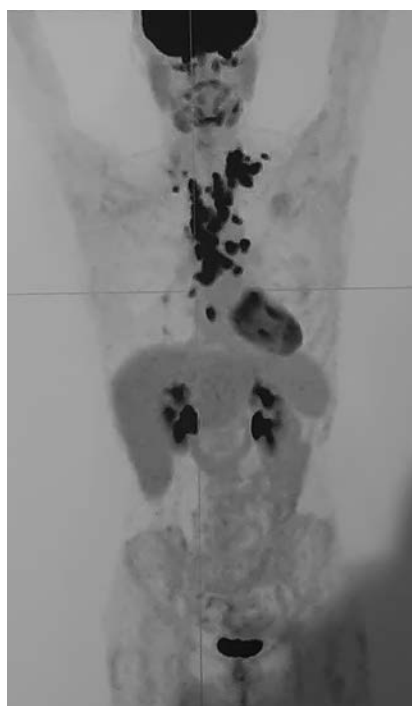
PET/TC con evidenza di progressione di malattia linfonodale (basale SG).
